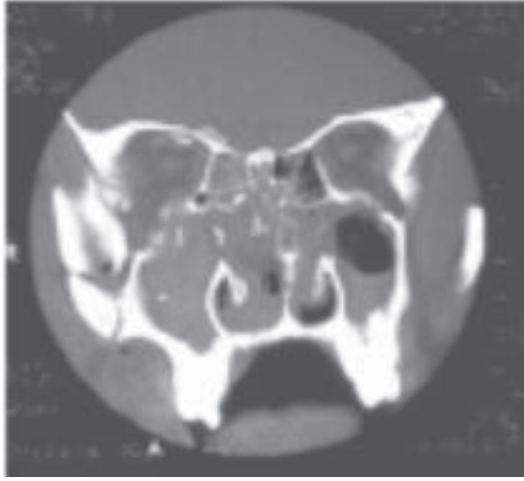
TC corte coronal
